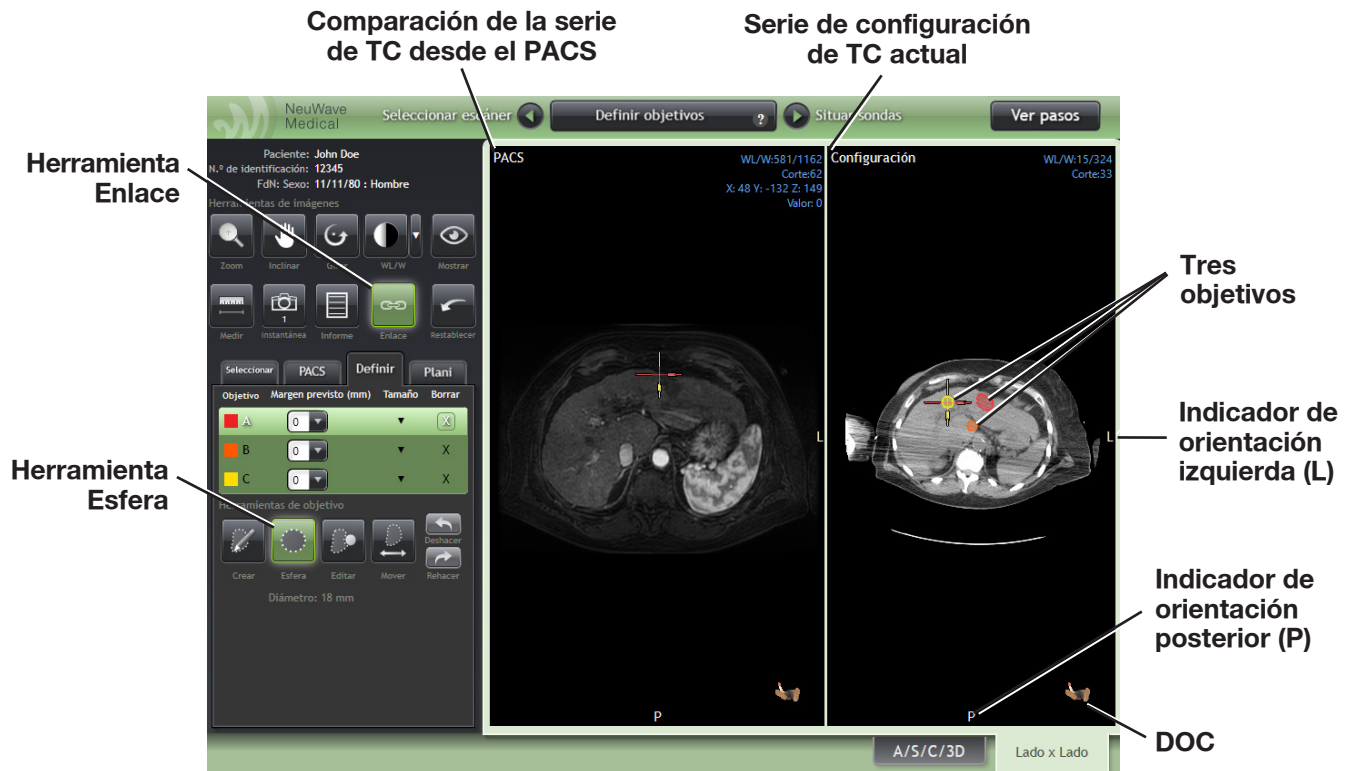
Pestaña Lado x Lado para comparar la serie de TC de configuración actual con una serie histórica de RM (serie de RM de comparación) del mismo paciente. Se crearon tres objetivos con la herramienta Esfera como se muestra en la tabla de selección de objetivos.
